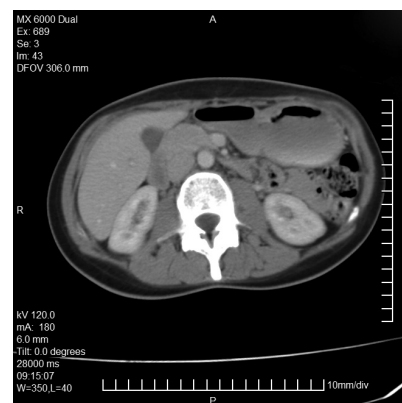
Компьютерная томография. Рак тела желудка T₂N₀M₀
